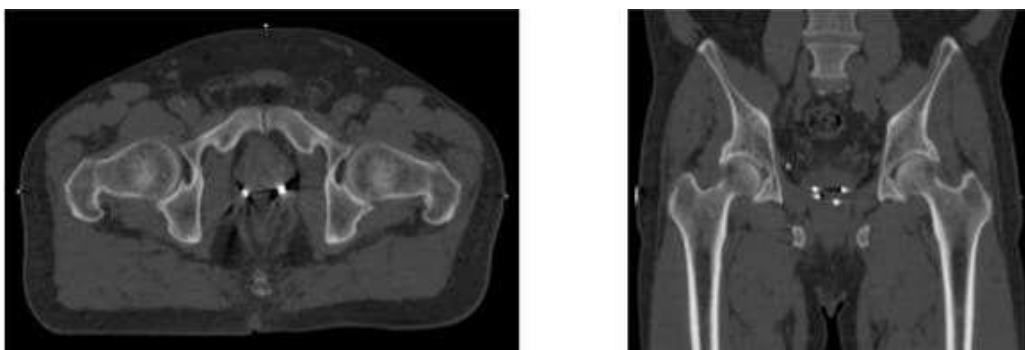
Tomografia Computadorizada de planejamento com marcadores fiduciais de ouro inseridos na próstata.
